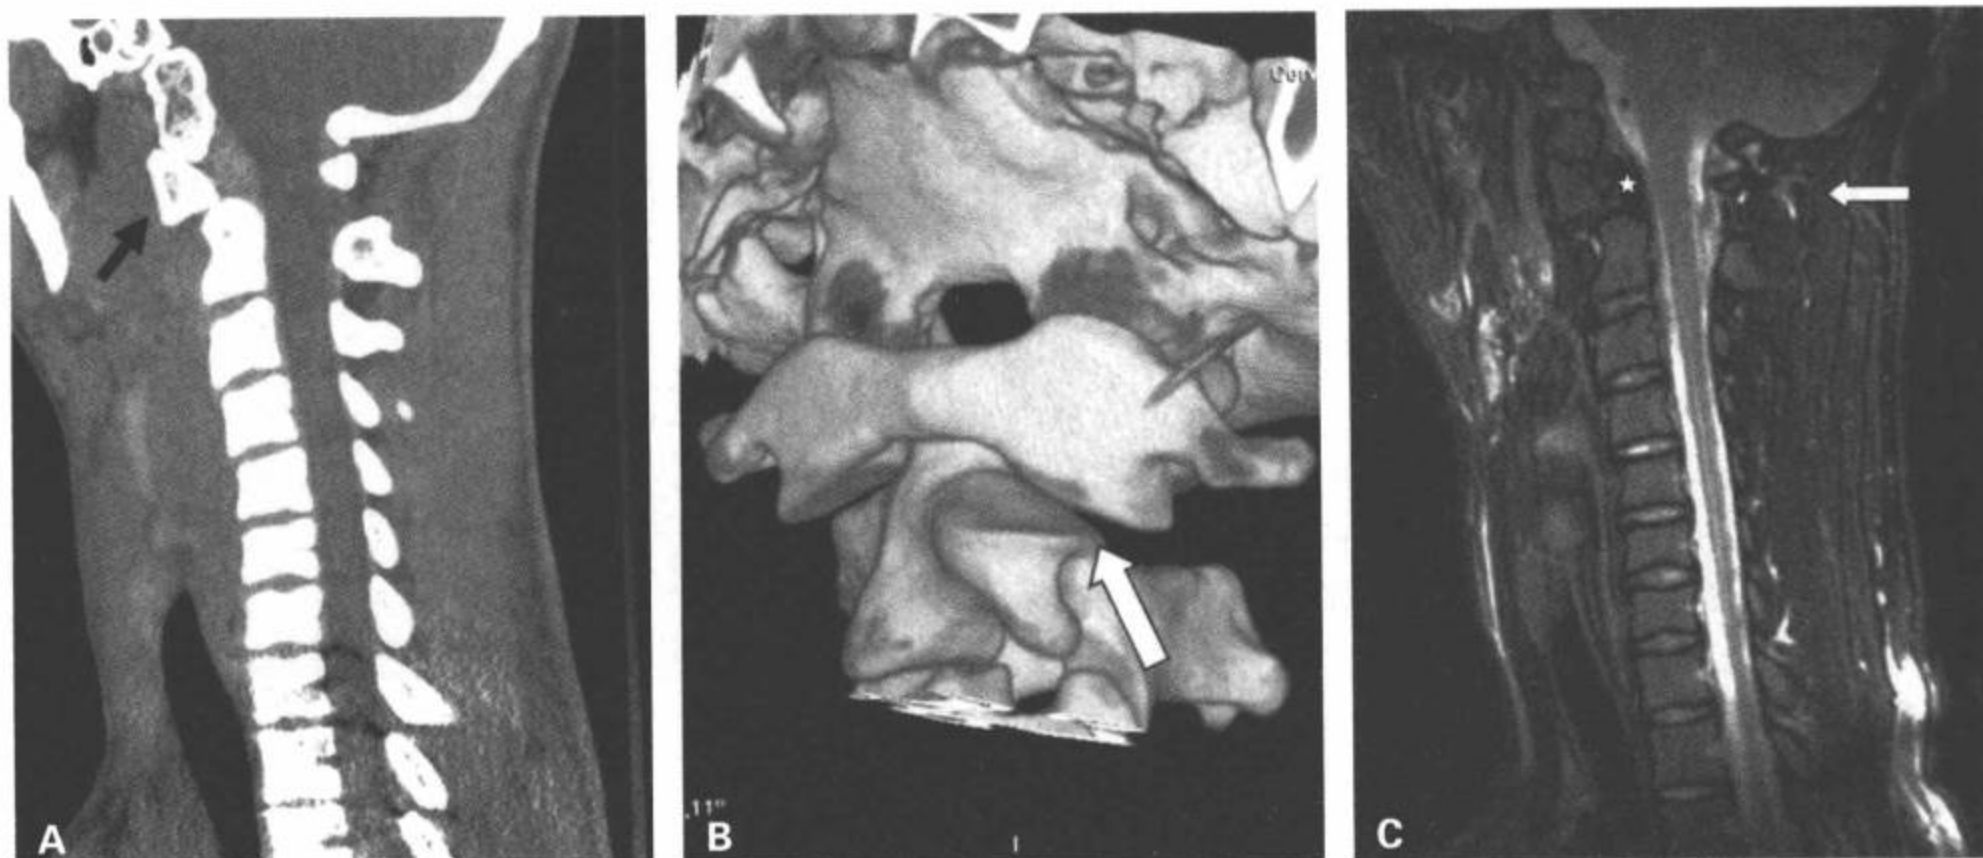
16 岁病人，创伤后表现头部旋转固定，C1/C2 旋转性半脱位不伴预期的韧带损伤。A：CT 多平面重组矢状面图像显示颅底和寰椎（C1）相对于枢椎（C2）（箭）的异常轮廓和方向。B：C1/C2 关节的 CT 表面再现图像显示 C1 和 C2 侧块旋转性排列异常（箭）。C：正中矢状面 T2 加权脂肪抑制 MRI 显示软组织未见任何的损伤，包括横/翼状韧带（星）和后韧带复合体（箭）。
